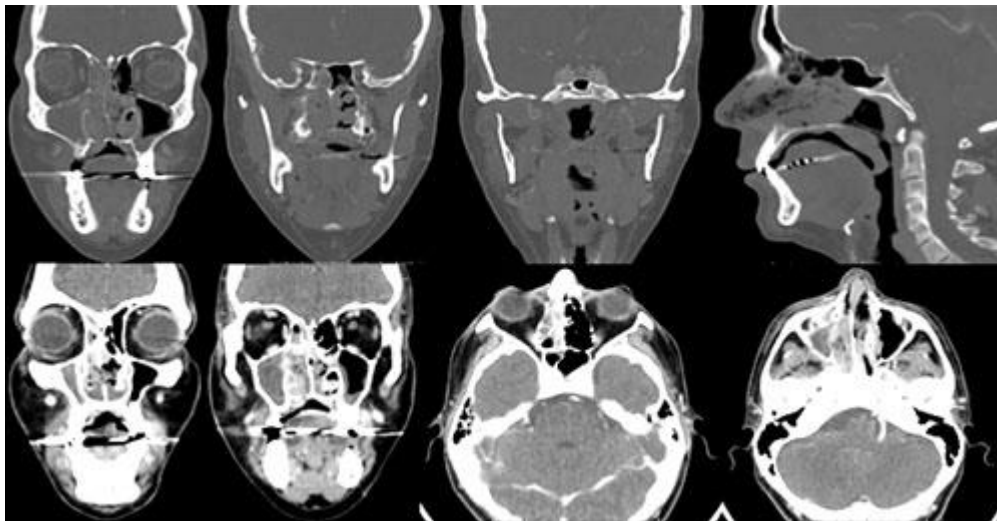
Tomografía computarizada de senos paranasales primera hospitalización.
